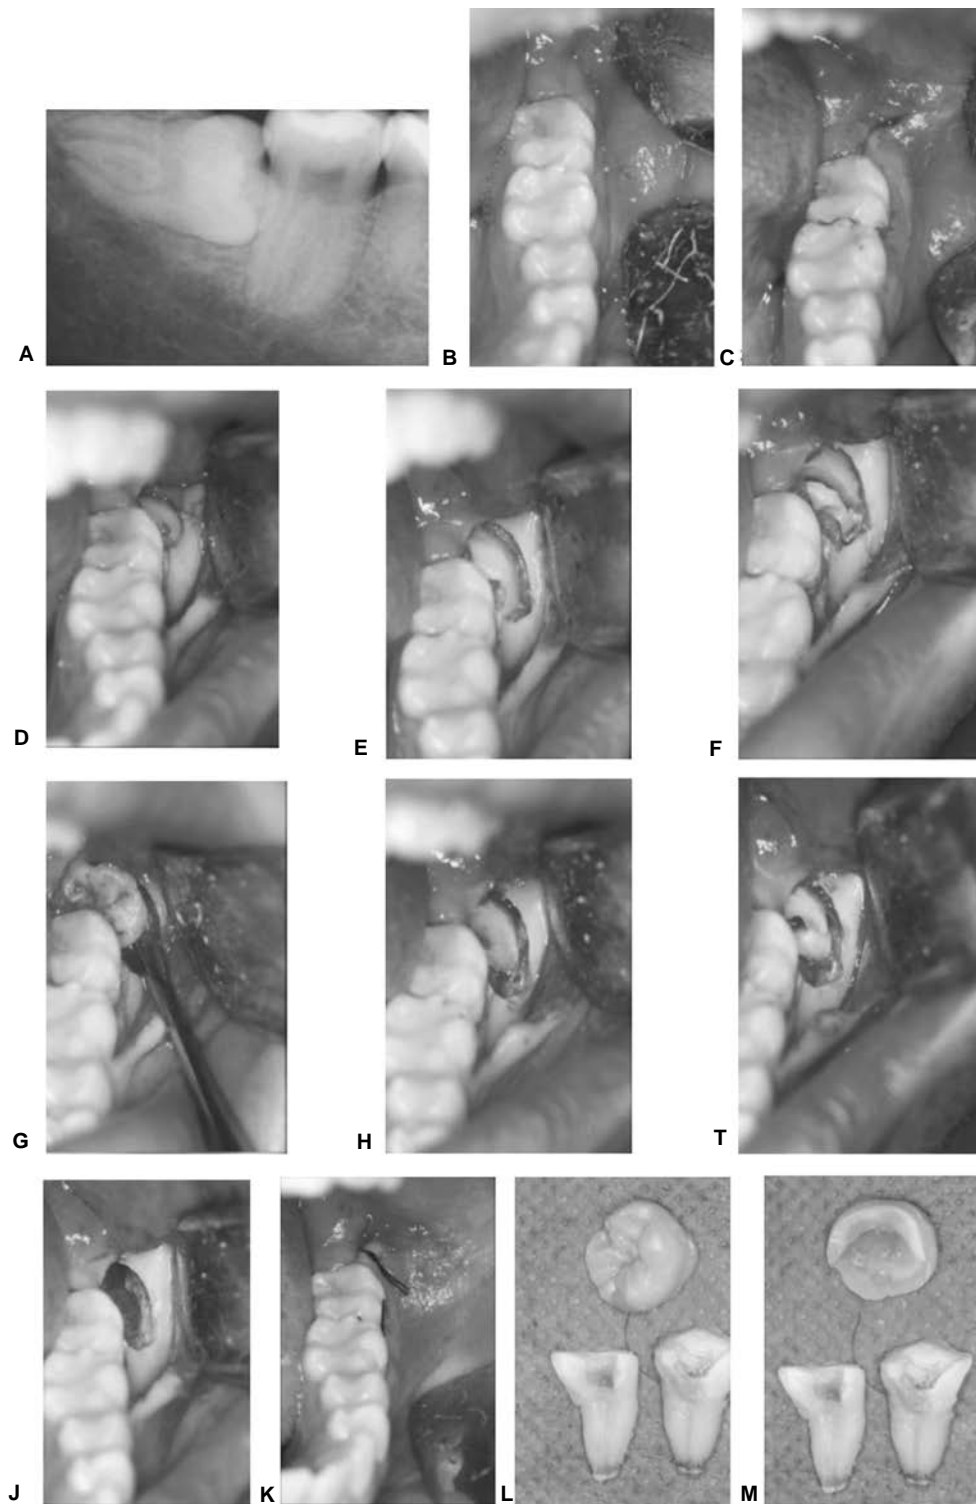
Caso completo de remoción del tercer molar impactado paso a paso. Radiografía que muestra 3^{er} molar inferior impactado en posición horizontal (A). Se planea un abordaje contorneando el tejido gingival del segundo y primeros molares y una liberariz destovestibular (B y C). Se eleva el colgajo y se protege con el separador de Minnison (D), se hace la osteotomía (E) con lo cual se descubre el diente y posteriormente se hace odontosección (F); se eleva la corona usando el hueso como fulcro (G). Se observa tronco radicular (H) en el que se hace odontosección para dividir las raíces (I) y extraerlas, se hace limpieza del lecho quirúrgico (J). Nótese que el separador de Minnison protege en todo momento al colgajo. Finalmente se reposiciona el colgajo en su lugar original y se sutura (K). Órgano dentario mostrando el resultado de la planeación quirúrgica y una correcta odontosección (L). Nótese en la cara interna de la corona que la odontosección fue incompleta (M) para con ello proteger las estructuras adyacentes.
